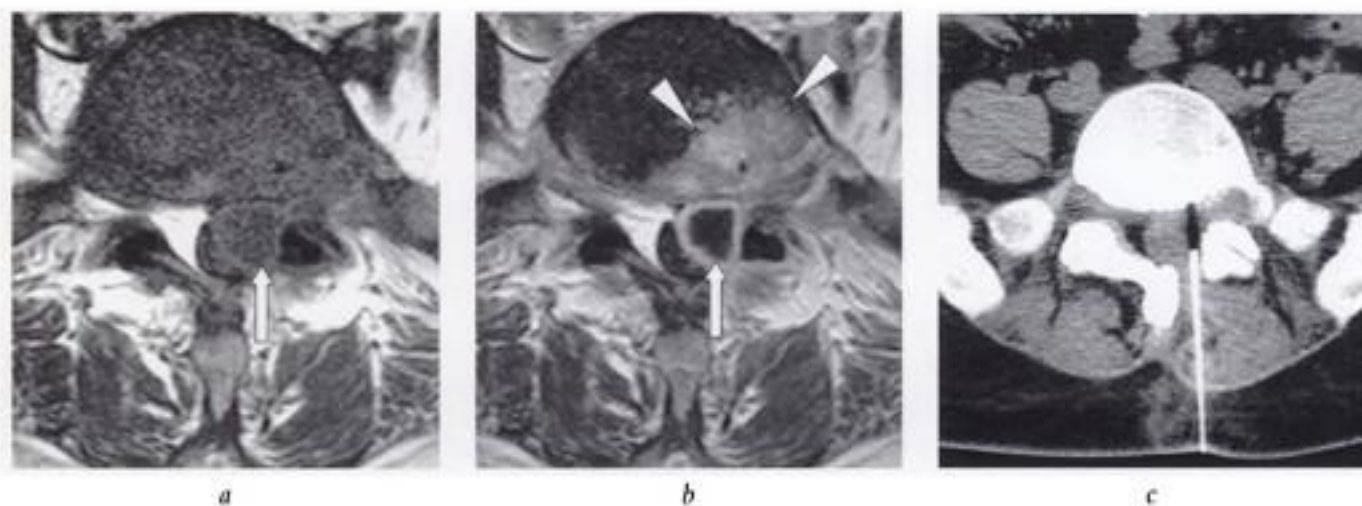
Infection postopératoire : diagnostic et ponction. IRM, coupes transversales T1 a) avant et b) après injection IV de gadolinium, un mois après chirurgie de hernie discale en L5-S1 : volumineuse collection épidurale latéralisée à gauche (flèches en a et b), laminant le sac dural; rehaussement marqué au sein du disque (têtes de flèche en b). c) Prélèvement : la collection épidurale visible en TDM est ponctionnée par abord postérieur en empruntant le site de laminectomie gauche; infection confirmée par la culture.
